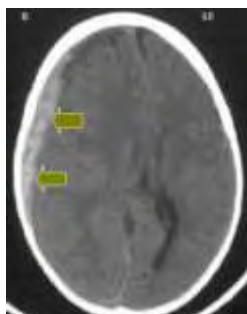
CT ασθενούς με επισκληρίδιο αιμάτωμα. Χαρακτηριστικό είναι το φακοειδές σχήμα αυτού με την λεία έσω επιφάνεια, όπως φαίνεται ανάμεσα στα βέλη.
